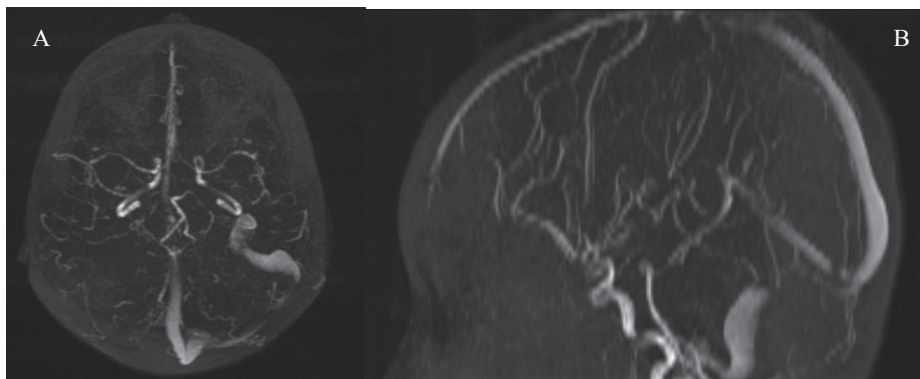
Angioresonancia en reconstrucción 3D. A) vista axial, se observa ausencia de paso de medio de contraste a nivel de seno venoso transverso bilateral y sigmoideo derecho. B) vista sagital, se evidencia ausencia de paso de medio de contraste a nivel del seno venoso transverso bilateral y sigmoideo derecho.
